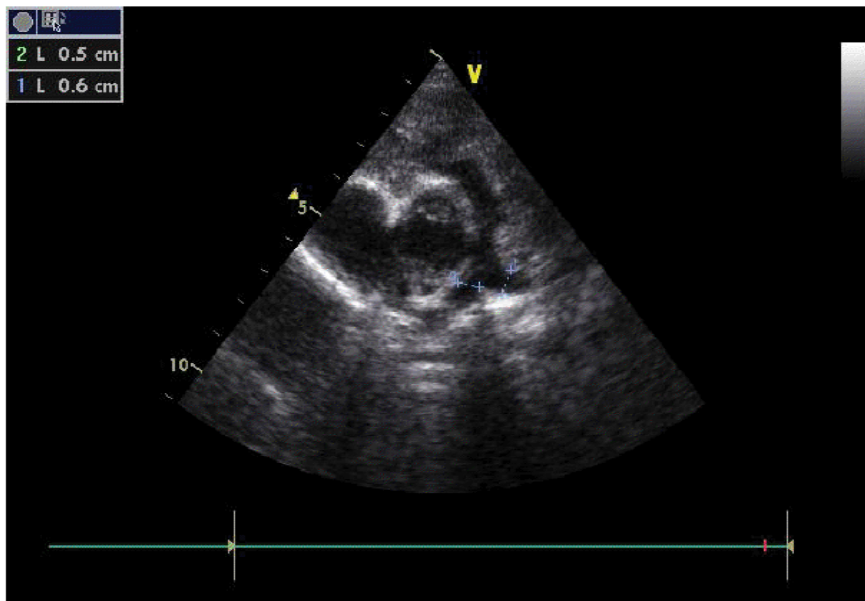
montre en coupe parasternale petit axe le tronc de l'AP avec ses deux branches droite et gauche.
